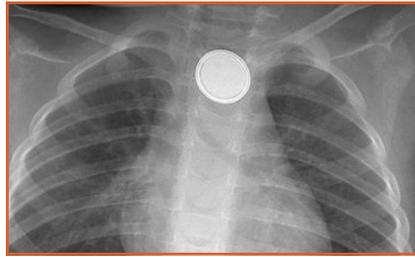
Radiographie de thorax de face. Pile bouton dans l'œsophage. Le double contour est bien visible.
